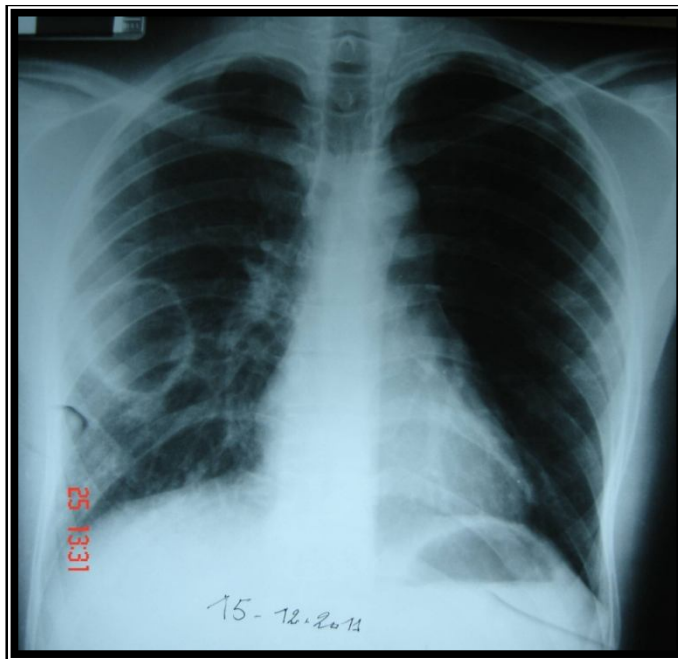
radiographie thoracique montrant une grosse image cavitaire du poumon droit
